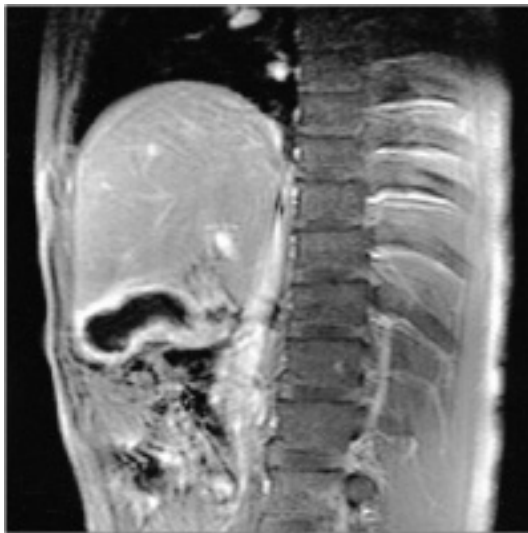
MRI finding. It reveals irregular, uneven thickening of the GB wall.
